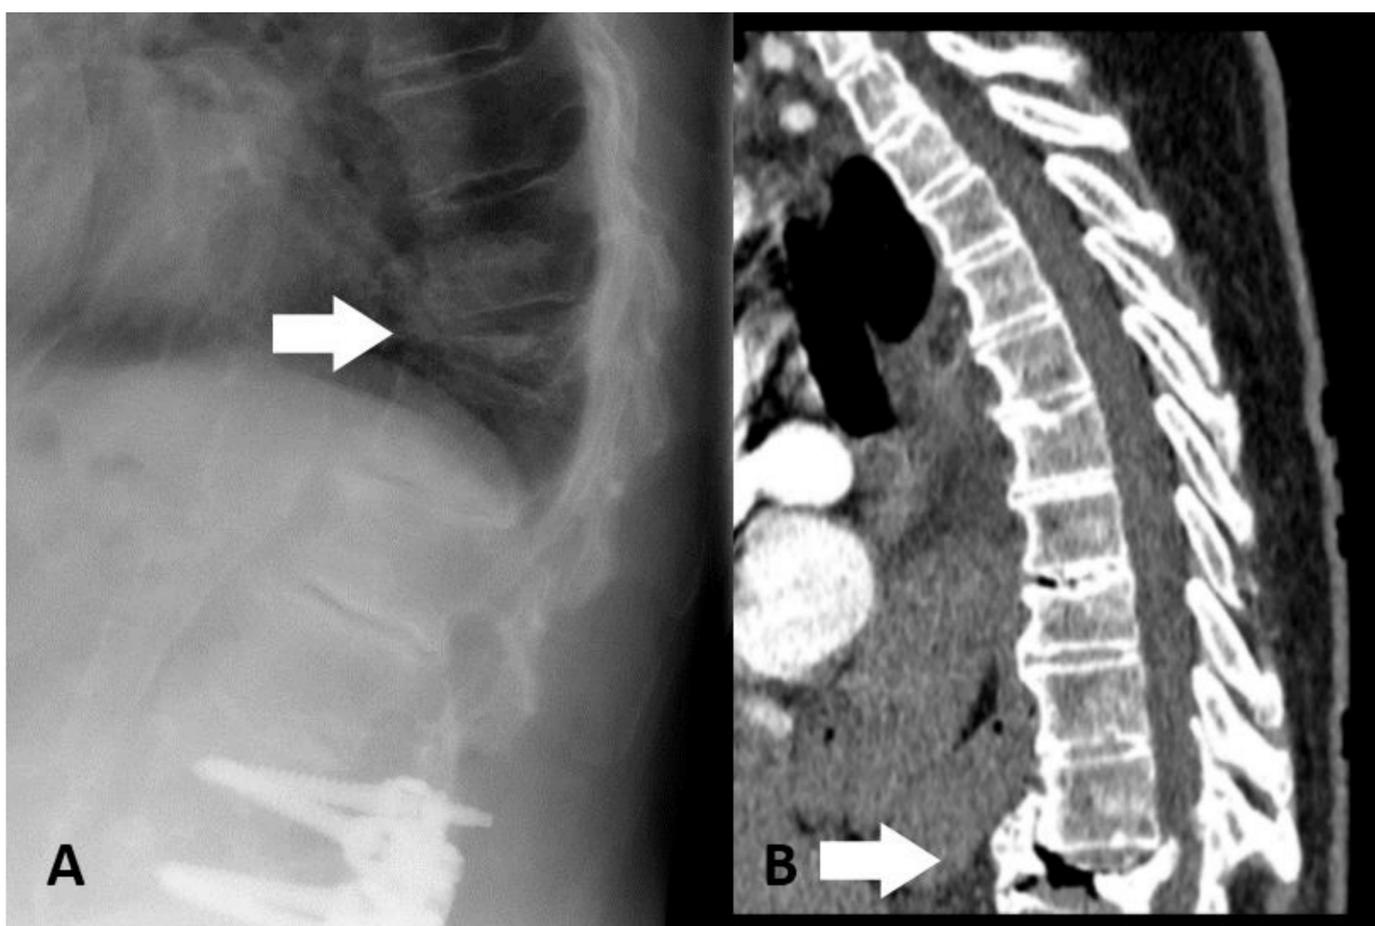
Imágenes de radiografía simple lateral (A) y TC sagital (B) de mujer de 80 años con clavos de artrodesis lumbar, baja densidad ósea y vértebra plana en D12 (flechas blancas). También otro caso de vértebra plana osteoporótica.
